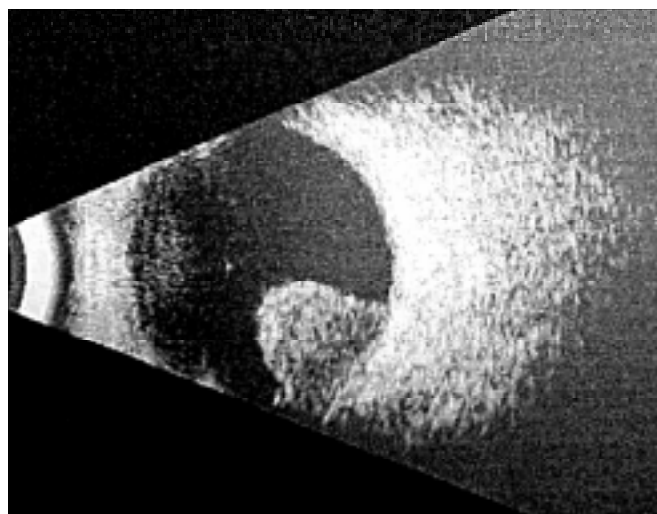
Ultrasonido ocular que muestra imagen tumoral en perla de collar en región temporal inferior del globo ocular derecho.
